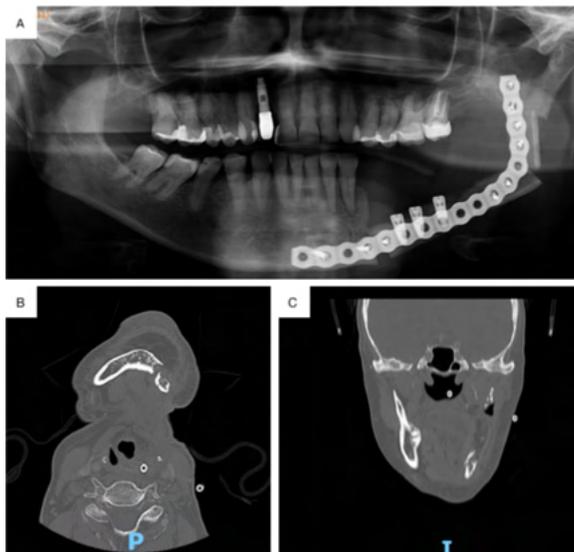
Avaliação por imagem (A) Na OPG observa-se região reconstruída previamente com placa de reconstrução de titânio fixa ao retalho fibular subjacente e implantes dentários colocados na região com áreas de sequestro ósseo. (B) À Tomografia Computadorizada nota-se áreas mistas de rarefação óssea circundantes à região peri-implantar e parte do retalho fibular direcionadas à região do ramo ascendente; (C) Ao corte coronal da TC observa-se áreas de destruição ósseas direcionadas ao ramo mandibular.
